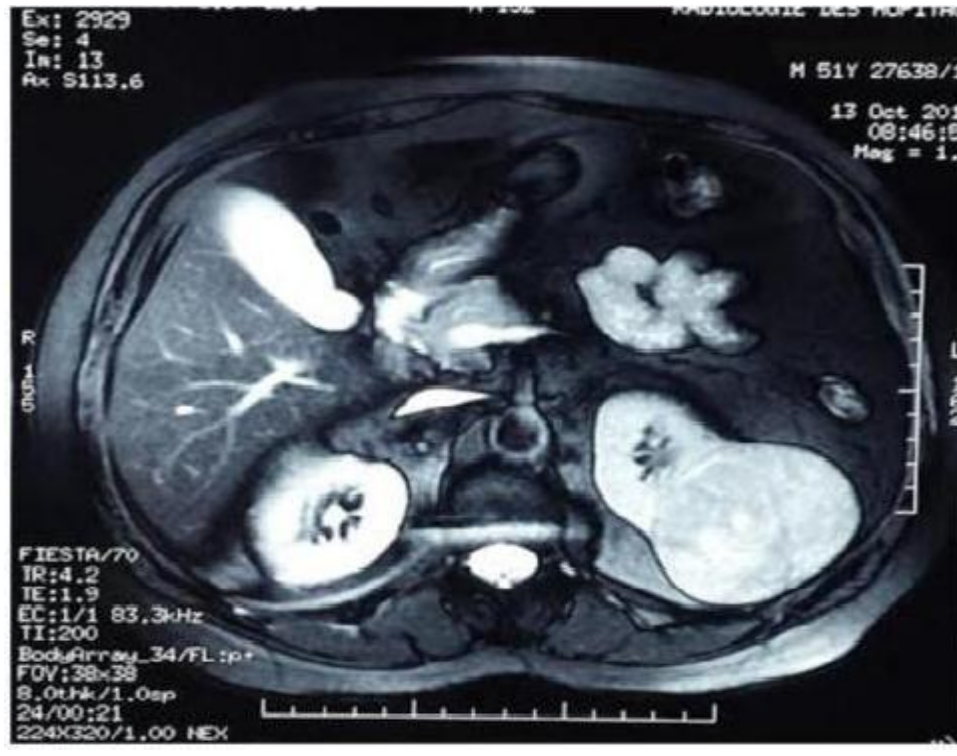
IRM abdominale montrant une tumeur du rein gauche .
